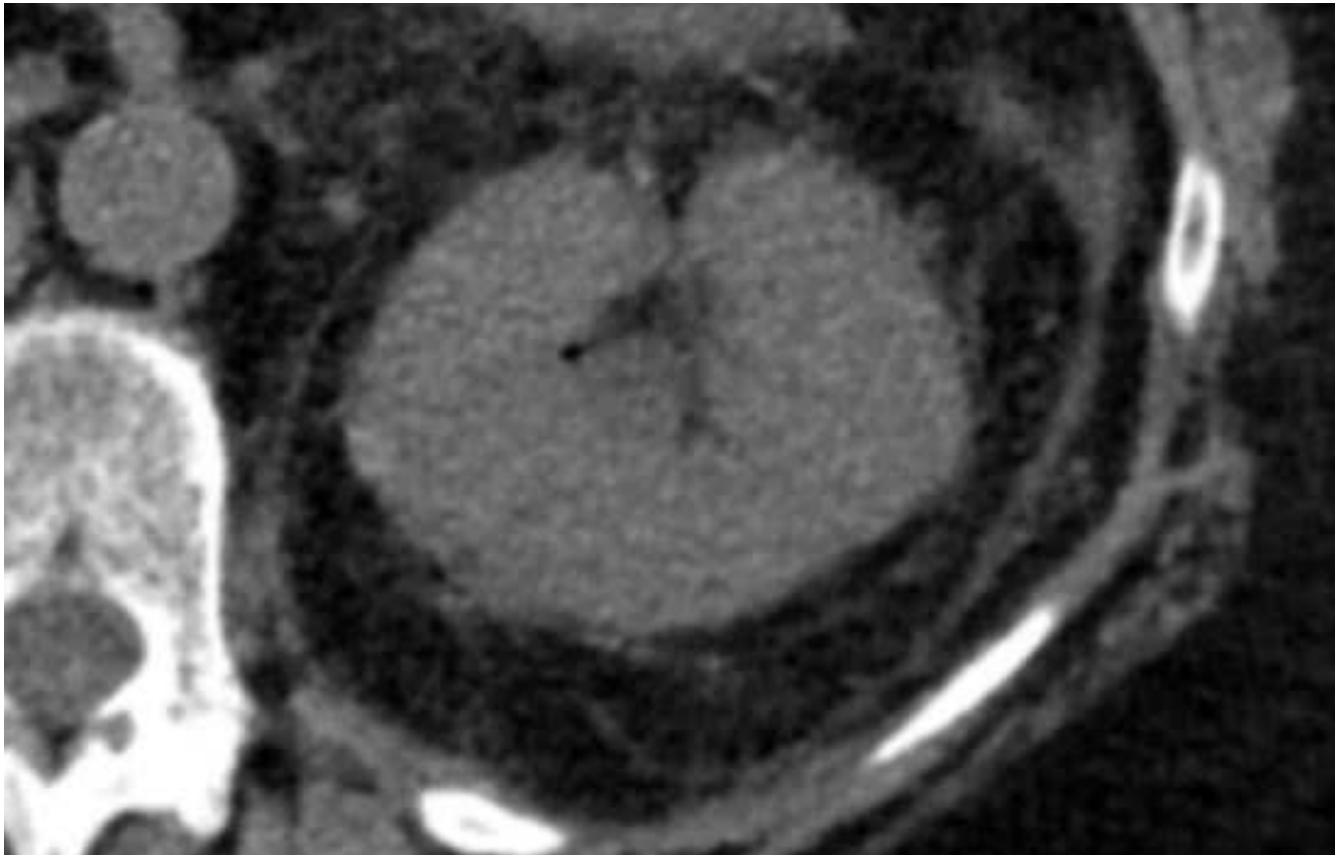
Paciente femenina de 58 años, diabética, con fiebre y dolor lumbar izquierdo. En la TC se identifica pequeña burbuja de gas en el riñón izquierdo, sin otras alteraciones parenquimatosas ni colecciones asociadas, hallazgo sugestivo de infección enfisematosa en fase inicial.
